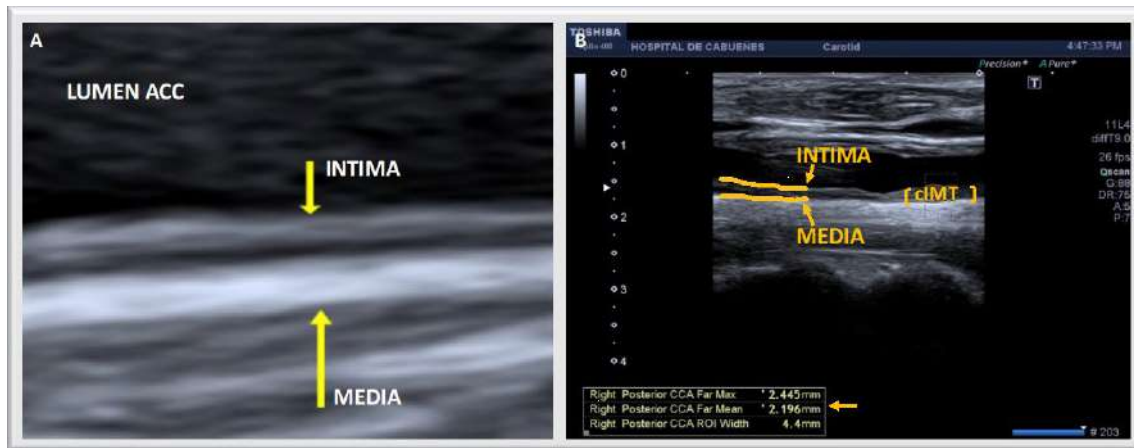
Imagen longitudinal de la medición del cIMT en la pared posterior de la ACC mediante ecografía modo B. A. Patrón de doble línea que corresponde con el cambio de impedancia en la interfase luz-íntima y media-adventicia. B. cIMT registrado en una carótida irradiada (valor medio elevado=2.196).
